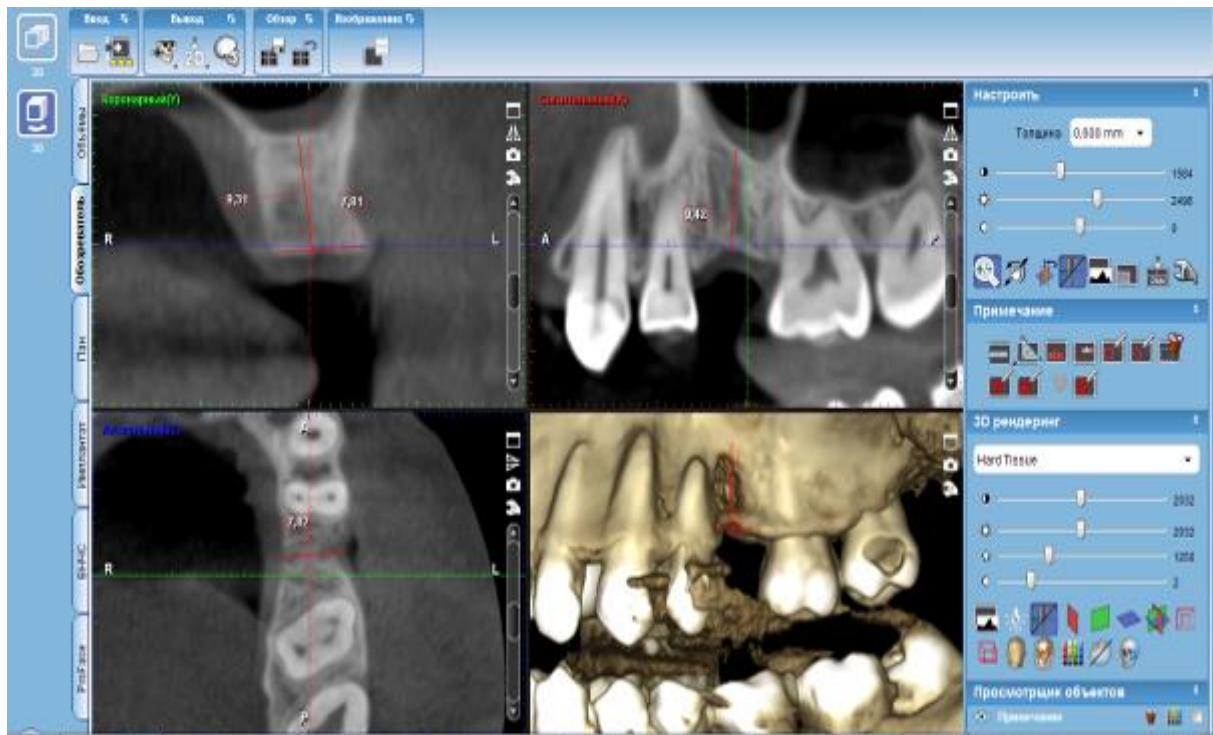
2. Скріншот комп'ютерної томограми протоколу дослідження пацієнта П. 1978 р.н. за допомогою Planmeca Romexis Viewer. Методика проведення вимірювання ширини гребеня альвеолярного паростку та висоти від гребеня альвеолярного паростку до гайморової пазухи в ділянці дефекту зубного ряду.
